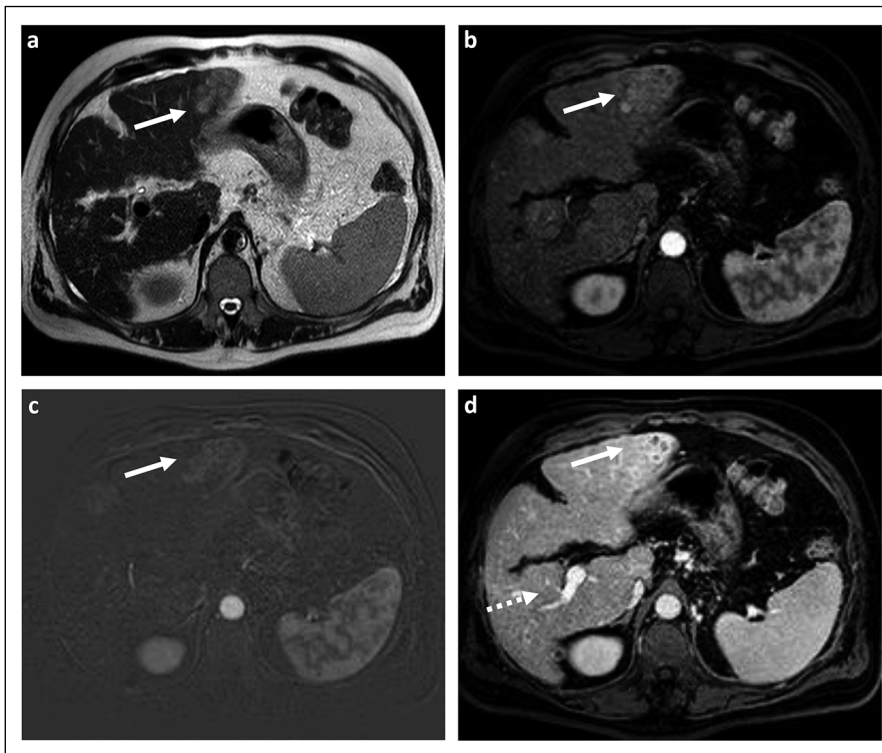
Imágenes axiales de resonancia magnética de abdomen con uso de contraste endovenoso. a: T2WI demuestra cambios morfológicos de daño hepático crónico asociado a la presencia de múltiples lesiones focales hepáticas de señal intermedia (flecha blanca). b-d: T1WI con uso de contraste. (b) en fase arterial estas lesiones demuestran realce, lo que es más evidente en imágenes de sustracción (flecha blanca, c). (d) en fase tardía a los 3 minutos, las lesiones evidencian lavado y aparente formación de pseudocápsula (flecha blanca), sin embargo, persisten algunas áreas de realce intralésional. También es evidente una *shunt* arterio-portal (imagen d, flecha punteada).
